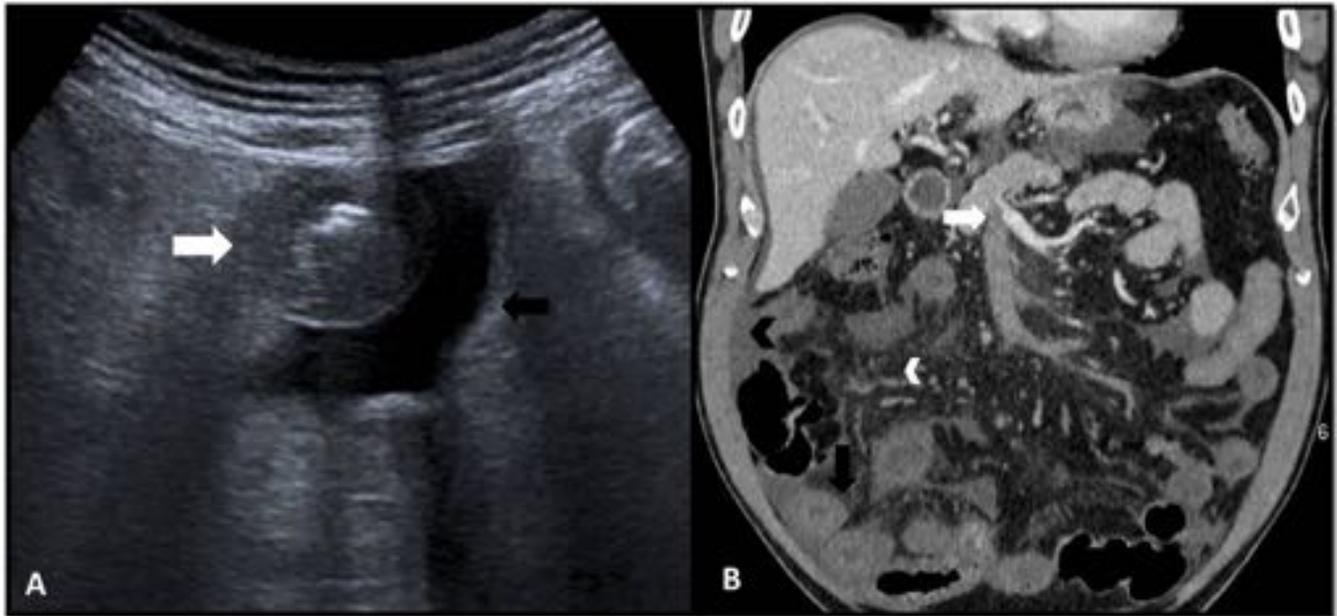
Paciente de 68a con clínica de dolor abdominal y vómito de 4 días de evolución. A. La ecografía abdominal muestra engrosamiento de asas intestinales (flecha blanca) y abundante líquido libre intrabdominal (flecha negra). B. TC con contraste endovenoso, del mismo paciente, con un defecto de repleción en VMS (flecha blanca), engrosamiento e hipocaptación del íleon (flecha negra), alteración de la grasa subyacente (cabeza de flecha blanca) y líquido libre en cavidad (cabeza de flecha negra).
